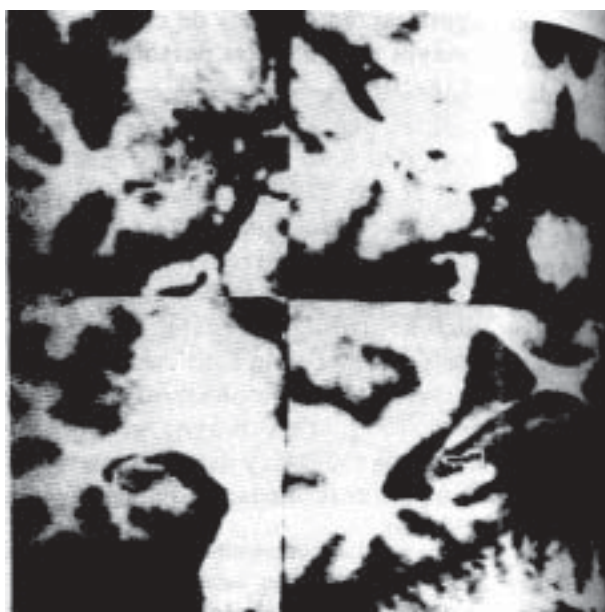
Imágenes por resonancia magnética de delineación del hipocampo en un paciente con enfermedad de Alzheimer, el corte más posterior está representado abajo a la derecha.
